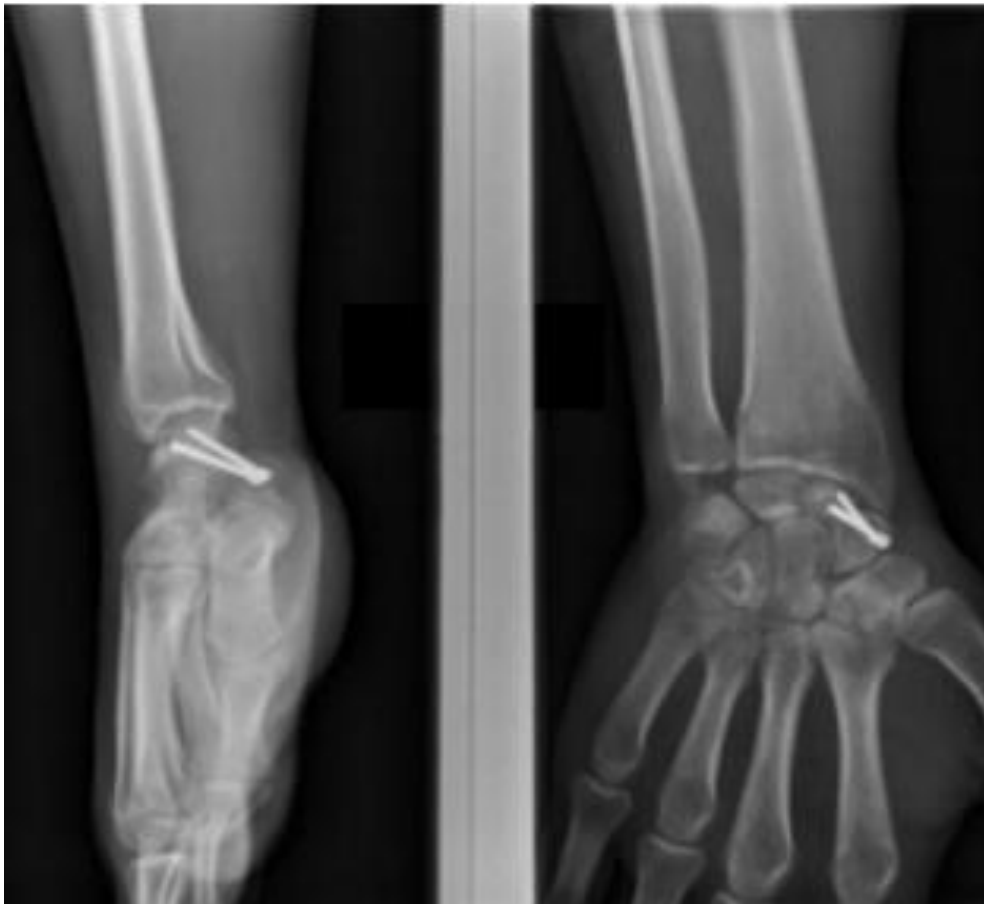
Chirurgie du poignet sous arthroscopie pour une pseudarthrose du scaphoïde, radiographie post opératoire.
